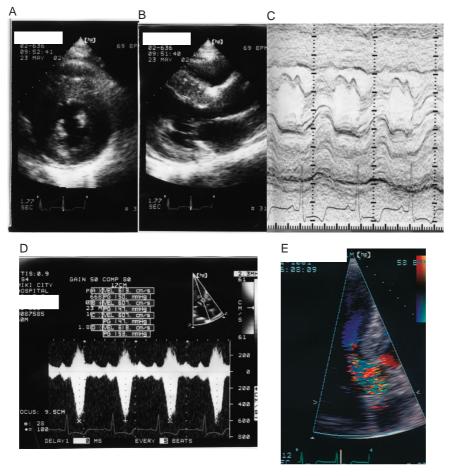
Echocardiograms at the first admission
